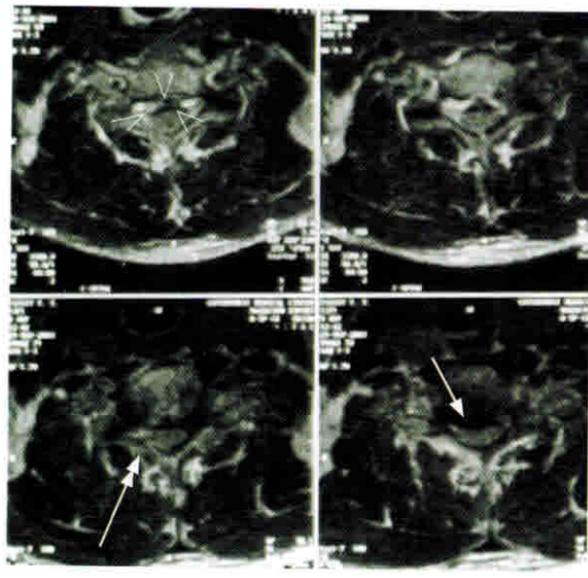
а, б – МРТ шейного отдела позвоночника больного Д. с травмой спинного мозга в сагиттальной (а) и аксиальной (б) проекциях, Т2ВИ: отек спинного мозга – компрессионная миелопатия – отмечена на уровне диска С3-4 и тела позвонка С4 пунктириной стрелкой на сагиттальном и головкой стрелки – на аксиальном срезах. Костно-травматических повреждений не выявлено. Травма получена на фоне дегенеративно-дистрофических изменений: спондилоартроз, дегидратация межпозвонковых дисков С3-С4, С4-С5, С5-С6, С6-С7 (снижение высоты и интенсивности сигнала), спондилез, задние пролорзии дисков С3-С4, С6-С7 (стрелки), гипертрофия и пролабирование в позвоночный канал сужением его просвета (двойная стрелка), желтых связок (спинной мозг приобретает форму четок); в, г – МРТ шейного отдела позвоночника в сагиттальной (в) и аксиальной (г) проекциях в Т2ВИ больного К. с травмой спинного мозга и переломом правой дужки позвонка С4 с незначительным смещением в позвоночный канал (двойная стрелка). Сужение просвета позвоночного канала за счет задних пролорзий дисков С3-4, С6-7 (стрелки), заднебоковых остеофитов, гипертрофии задней продольной (головки стрелок на аксиальных срезах) и желтых связок. Очаг миелопатии на сагиттальных срезах в виде повышения интенсивности МР-сигнала отмечен головками стрелок. Ликворный блок на уровнях позвонков С4-С6.
